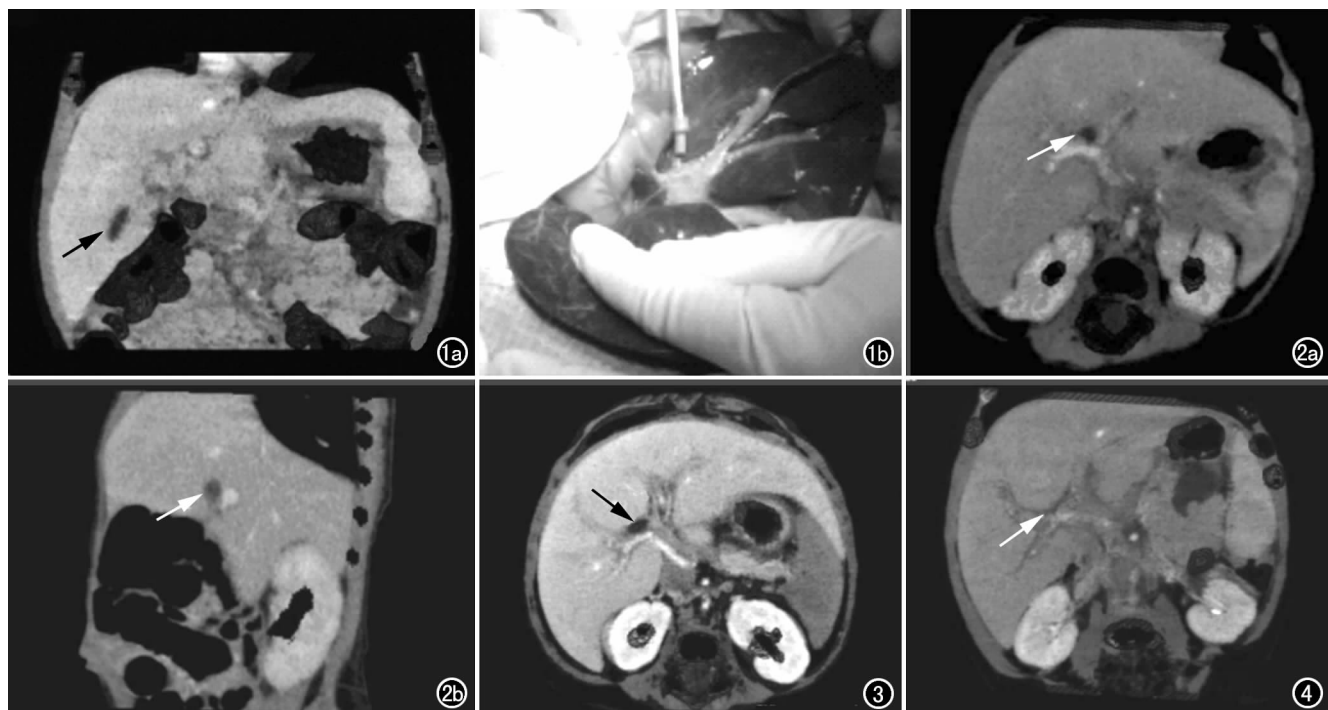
男,1 个月,胆道闭锁。a) 冠状面 MinIP 示小胆囊(箭),胆总管未见显示; b) 手术示胆囊小,胆总管及肝总管闭锁,肝门区纤维块形成。图 2 男,1 个月。a) 增强 CT 门脉期扫描轴面示肝门区三角形低密度影(箭); b) 矢状面重建示肝门区三角形低密度影(箭)。图 3 男,2 个月,胆道闭锁。肝门区可见三角形低密度影(箭),门静脉间隙增宽,出现“双轨征”。图 4 男,1 个月,胆道闭锁。门静脉间隙明显增宽,门静脉分支两侧见线形低密度影伴行(箭),呈“双轨征”。
